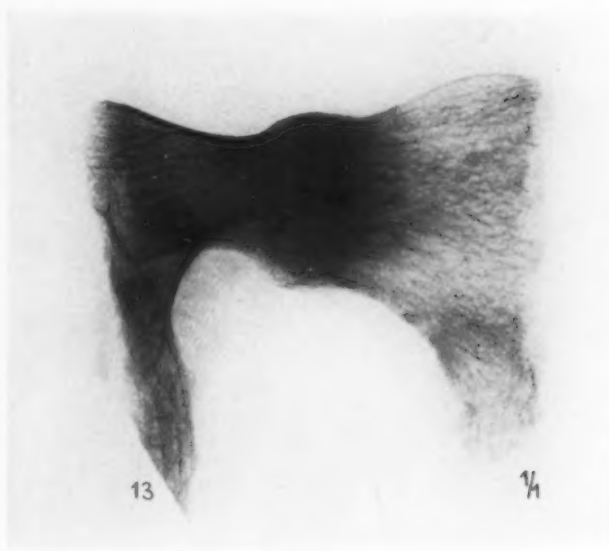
Fall 4: Röntgenbild des herausgenommenen Schambeins links (aufsteigender Ast).
